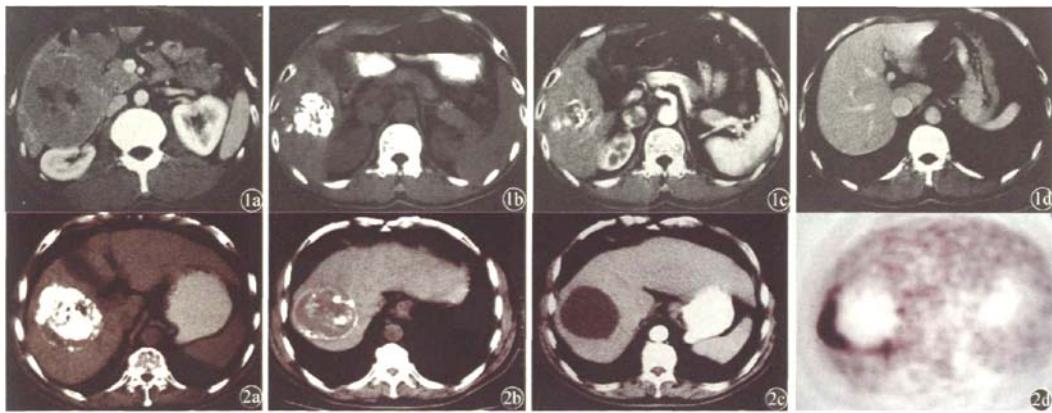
病例 1 治疗前后 CT 图像演变过程 1a 示肝右叶巨大占位病灶, 活检证实为肝细胞癌 1b 经动脉化学栓塞术后, 病灶缩小, 其内见碘化油沉积 1c 冷冻消融后, 病灶进一步缩小 1d 病灶已消失 图 2 病例 2 序贯治疗后的 CT 及 PET-CT 图像 2a 经活检证实的肝右叶肝细胞癌病灶行经动脉化学栓塞治疗后 2b 冷冻消融后 3 个月 2c 治疗后 3 年 2d PET-CT 图像病灶无代谢活性
